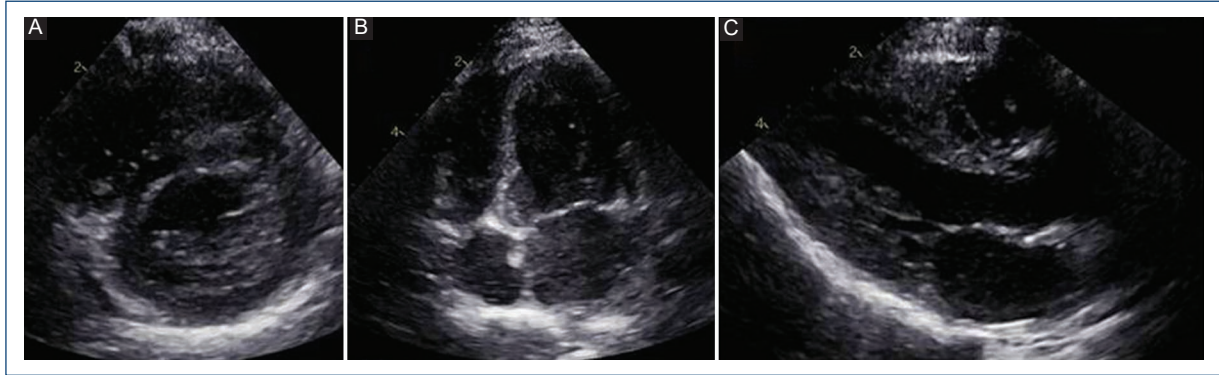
Ecocardiograma del paciente 2 posterior al tratamiento. A: eje corto paraesternal. B: eje apical de cuatro cámaras. C: eje largo paraesternal. No se observan imágenes tumorales.
